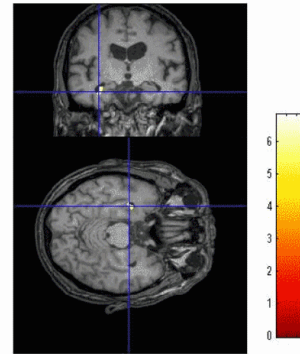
うつ病患者(1 名)自身の MRI data に重畳
